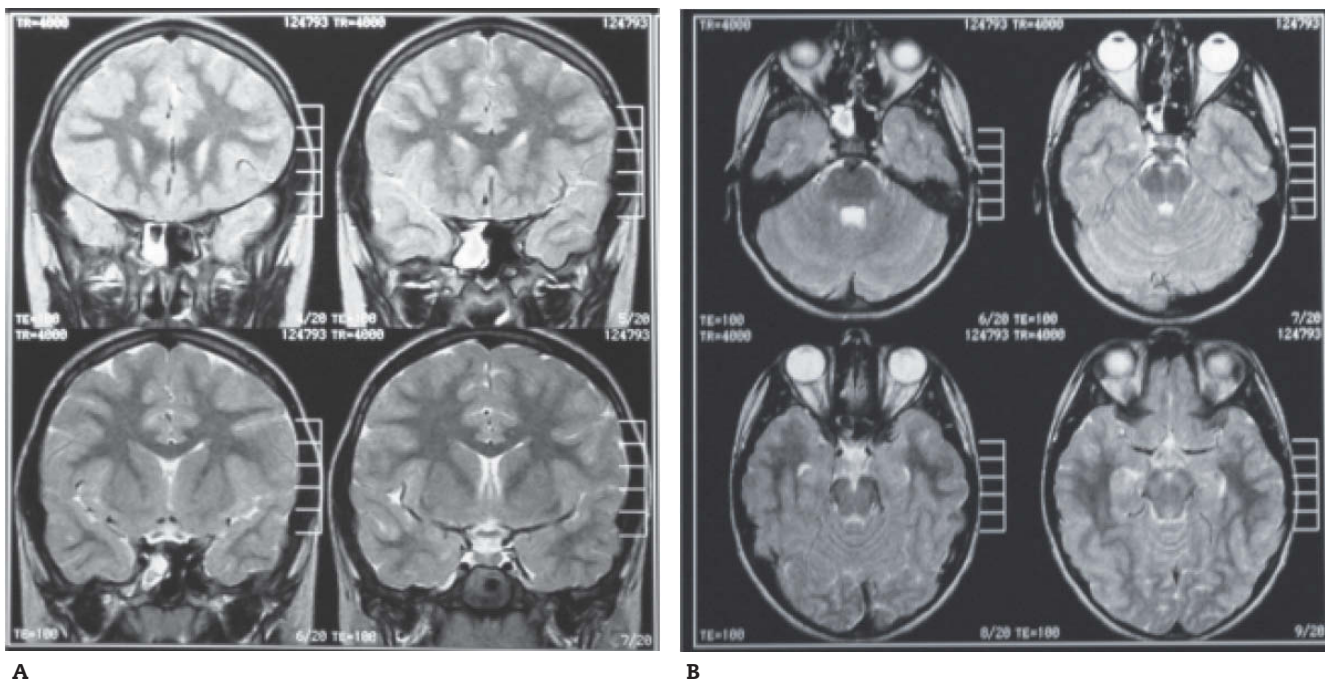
(A y B) Imagen por resonancia magnética: contenido anormal en el seno esfenoidal derecho. Ver en el texto.
